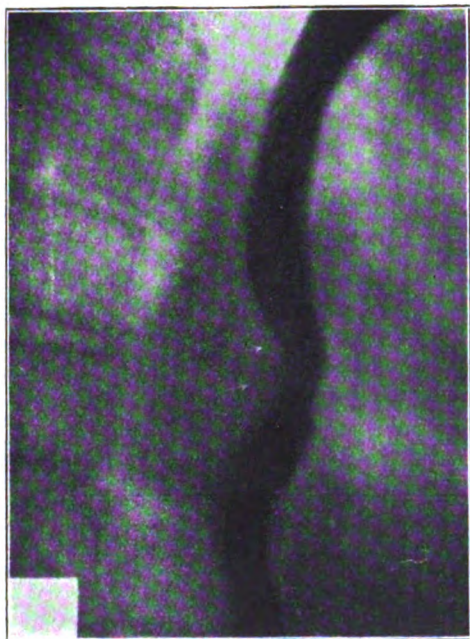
Radiographie de l'œsophage avant traitement. Remarquer la grosse masse périœsophagienne surtout visible en arrière, coudant le conduit, le rétrécissant et y imprimant des encoches.
